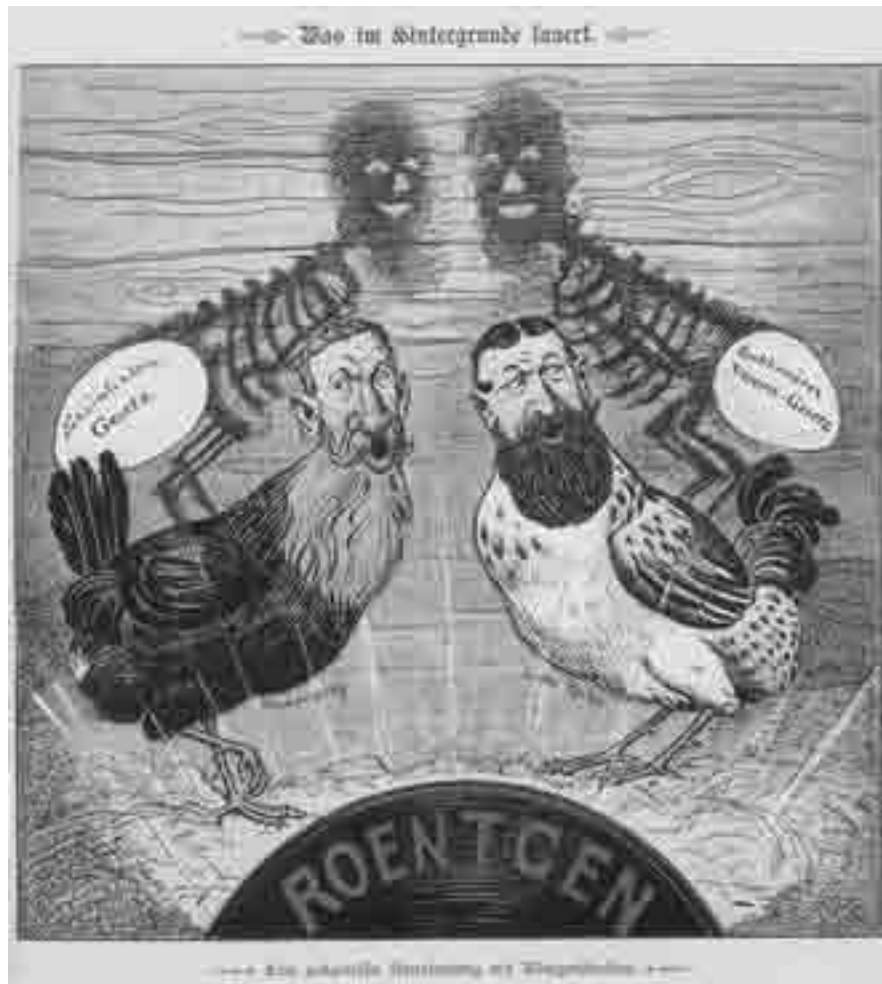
Der wahre Jakob* enthüllt mittels Röntgenverfahren ironisch die Entlarvung der verborgenen Intentionen des bürgerlichen Staates.
